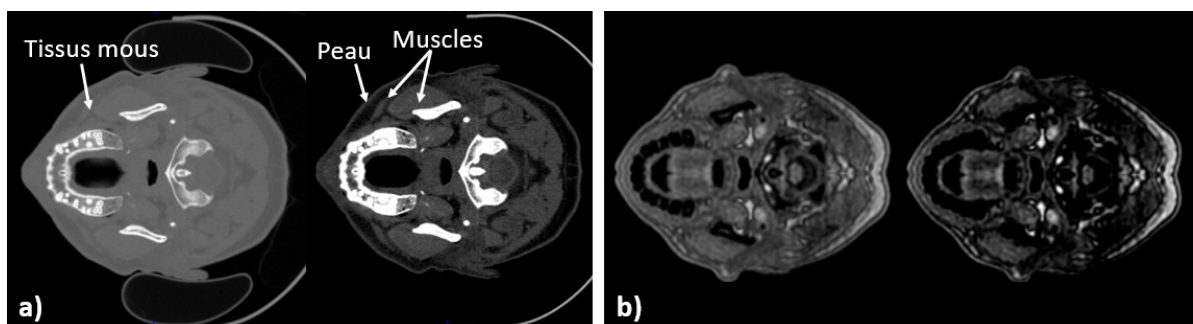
Scanner (a) et IRM (b) du sujet de référence observés sur la même coupe transversale avec des intensités lumineuses différentes (droite : originale et gauche : modifiée). La modification de la luminosité sur les scanners et IRM facilite l’observation des structures molles.
